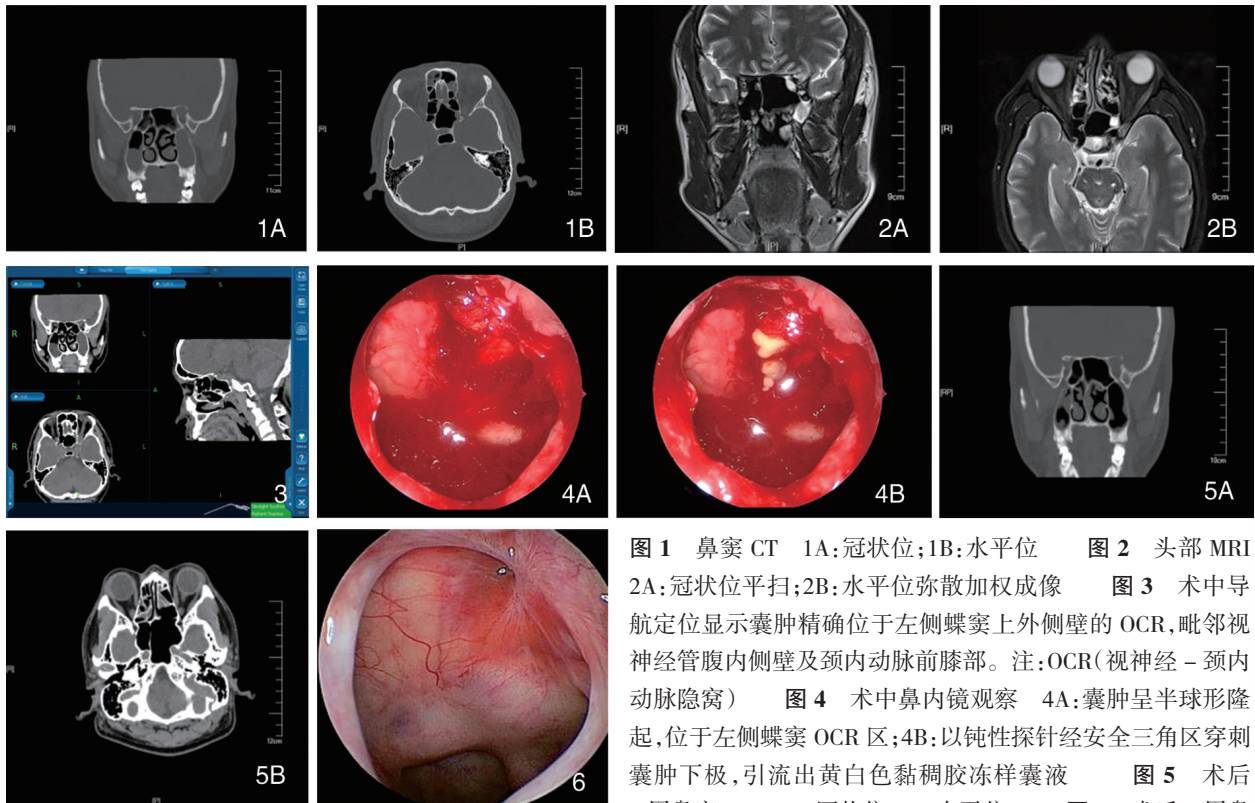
鼻窦 CT 1A: 冠状位; 1B: 水平位 图 2 头部 MRI 2A: 冠状位平扫; 2B: 水平位弥散加权成像 图 3 术中导航定位显示囊肿精确位于左侧蝶窦上外侧壁的 OCR, 毗邻视神经管腹内侧壁及颈内动脉前膝部。注: OCR (视神经 - 颈内动脉隐窝) 图 4 术中鼻内镜观察 4A: 囊肿呈半球形隆起, 位于左侧蝶窦 OCR 区; 4B: 以钝性探针经安全三角区穿刺囊肿下极, 引流出黄白色黏稠胶冻样囊液 图 5 术后 5 周鼻窦 CT 5A: 冠状位; 5B: 水平位 图 6 术后 5 周鼻内镜检查
